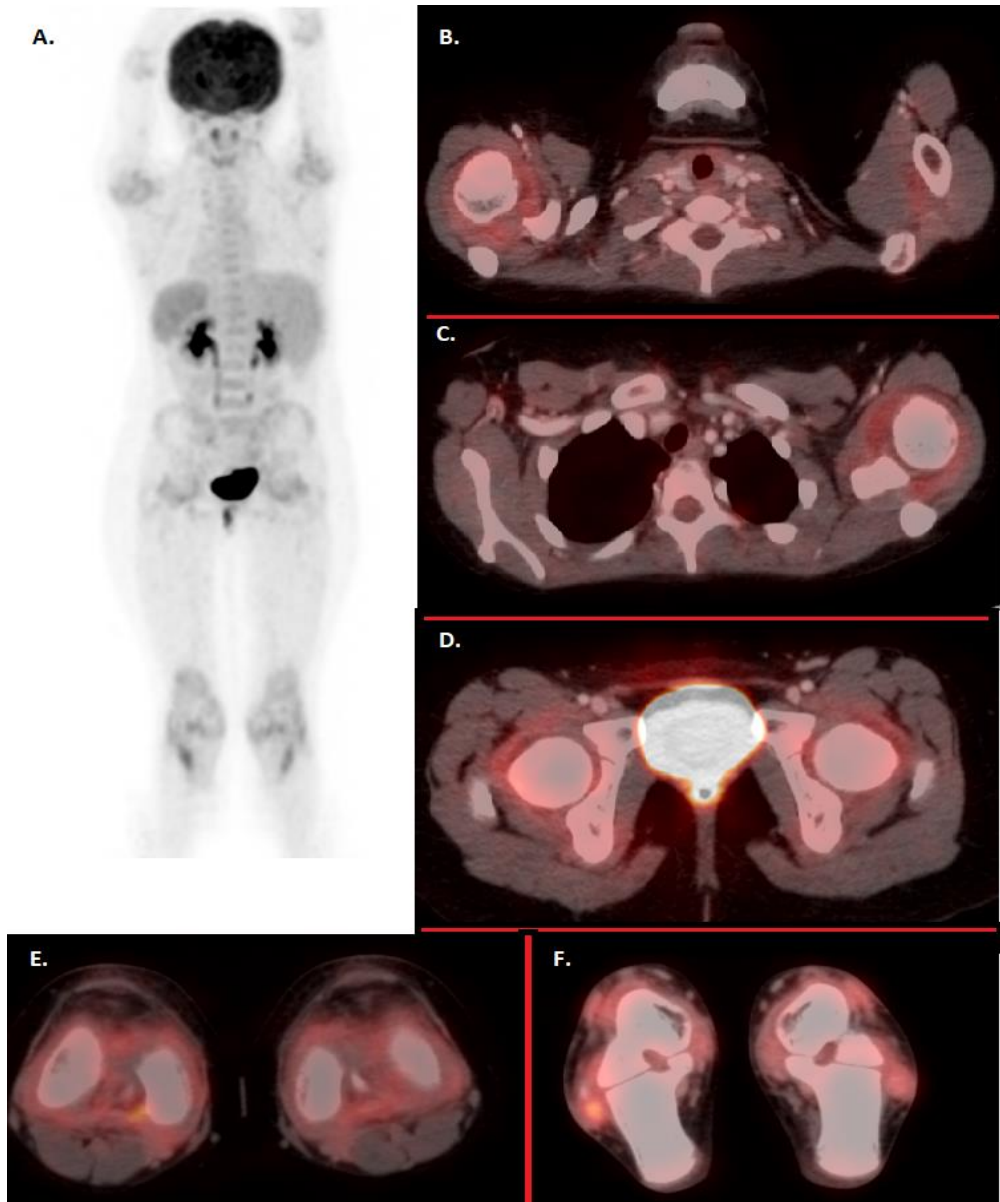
Paciente de sexo femenino de 8 años con síndrome febril con estudio inicial negativo. Imagen A. MIP PET FDG con aumento de la actividad metabólica en grandes articulaciones de forma simétrica. Fusión PET/CT con leve derrame y realce periarticular asociado a aumento de la actividad glucídica B. hombro derechos C. hombro izquierdo D. caderas E. Rodillas F. Tobillos
